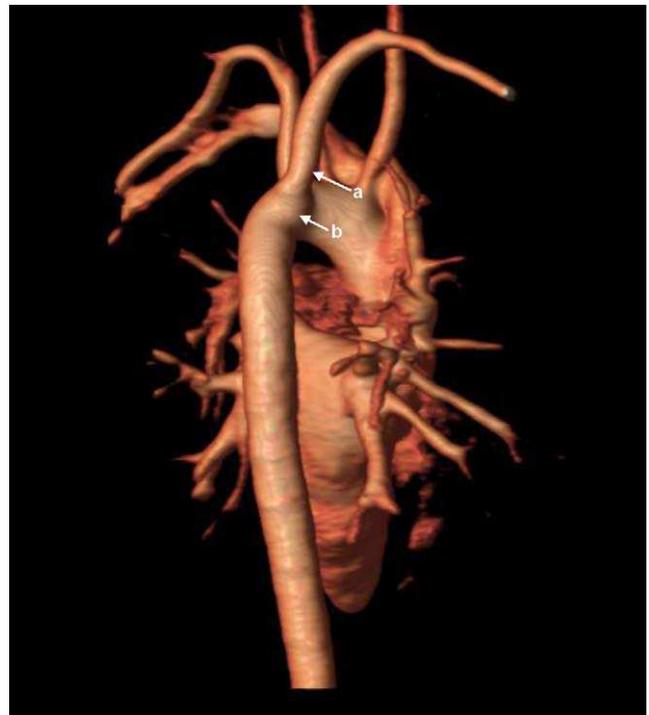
RM cardíaca 3D. Arteria subclavia derecha anómala (a) y divertículo de Kommerell (b).
